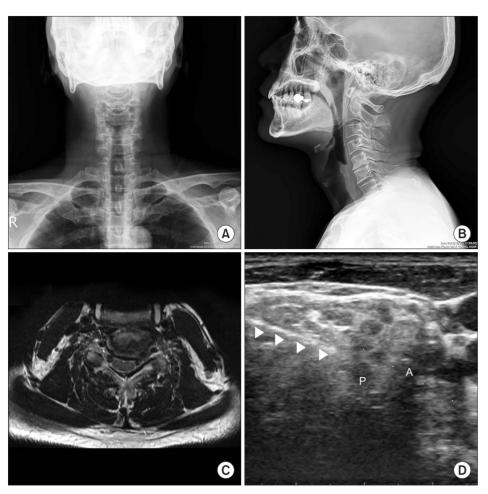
A 56-year-old man with C6 radiculopathy showed a pain reduction with a visual analogue scale of 6 before the procedure to 2 at 12 weeks after the procedure. (A, B) Anteroposterior and lateral x-rays show C5/C6 degenerative spondylosis. (C) Axial T2-weighted image (C5/6 level): magnetic resonance imaging shows narrowing of the left neural foramen with structure of low signal intensity (hard disc). (D) Ultrasound-guided selective nerve root block (target nerve root was left C6). Arrowheads, point to the needle; A, anterior tubercle of C6 transverse process; P, posterior tubercle of C6 transverse process.
